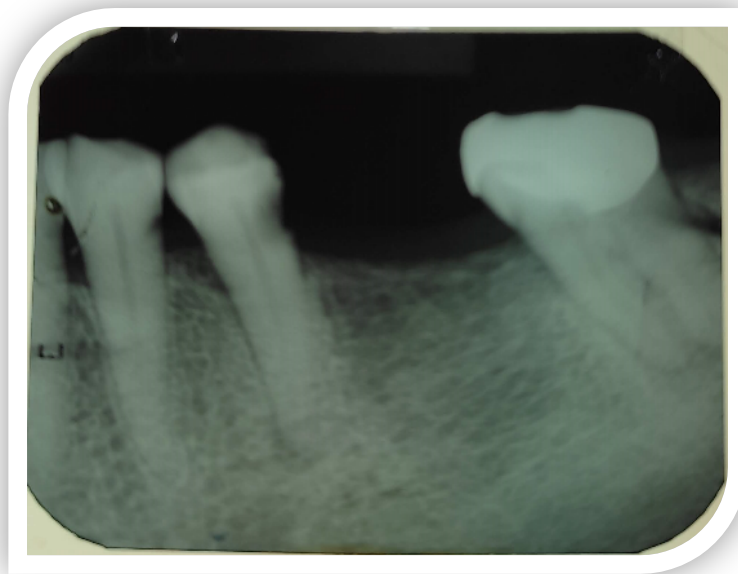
Radiografía periapical dientes 34,35,37
